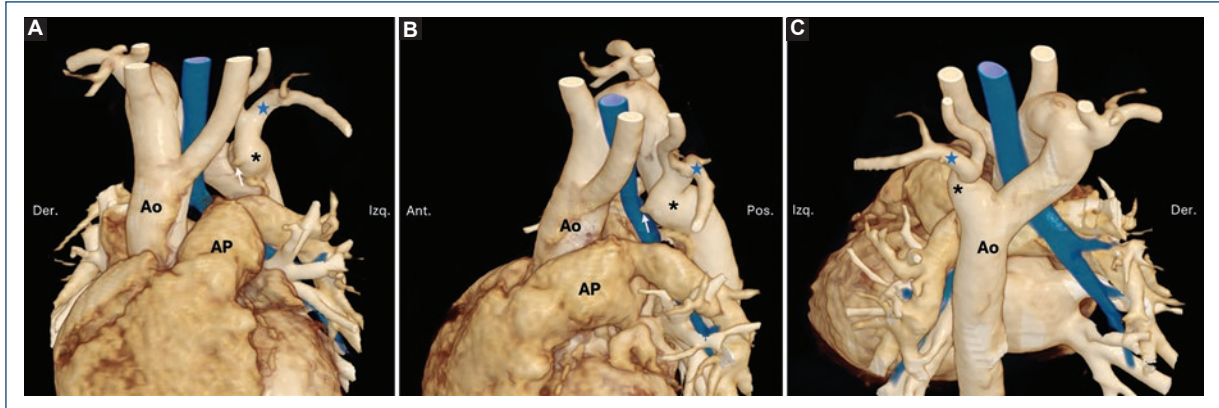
Arco aórtico circunflejo. Reconstrucciones volumétricas a partir de tomografía cardiaca en vista anterior (A), lateral izquierda (B) y posterior (C). Paciente de 1 año con arco aórtico circunflejo y divertículo de Kommerell (asterisco), en el que se observan un remanente del conducto arterioso (flecha), formando un anillo incompleto, y un origen aberrante de la subclavia izquierda. En azul se representa la vía aérea. Ao: aorta; AP: arteria pulmonar.
